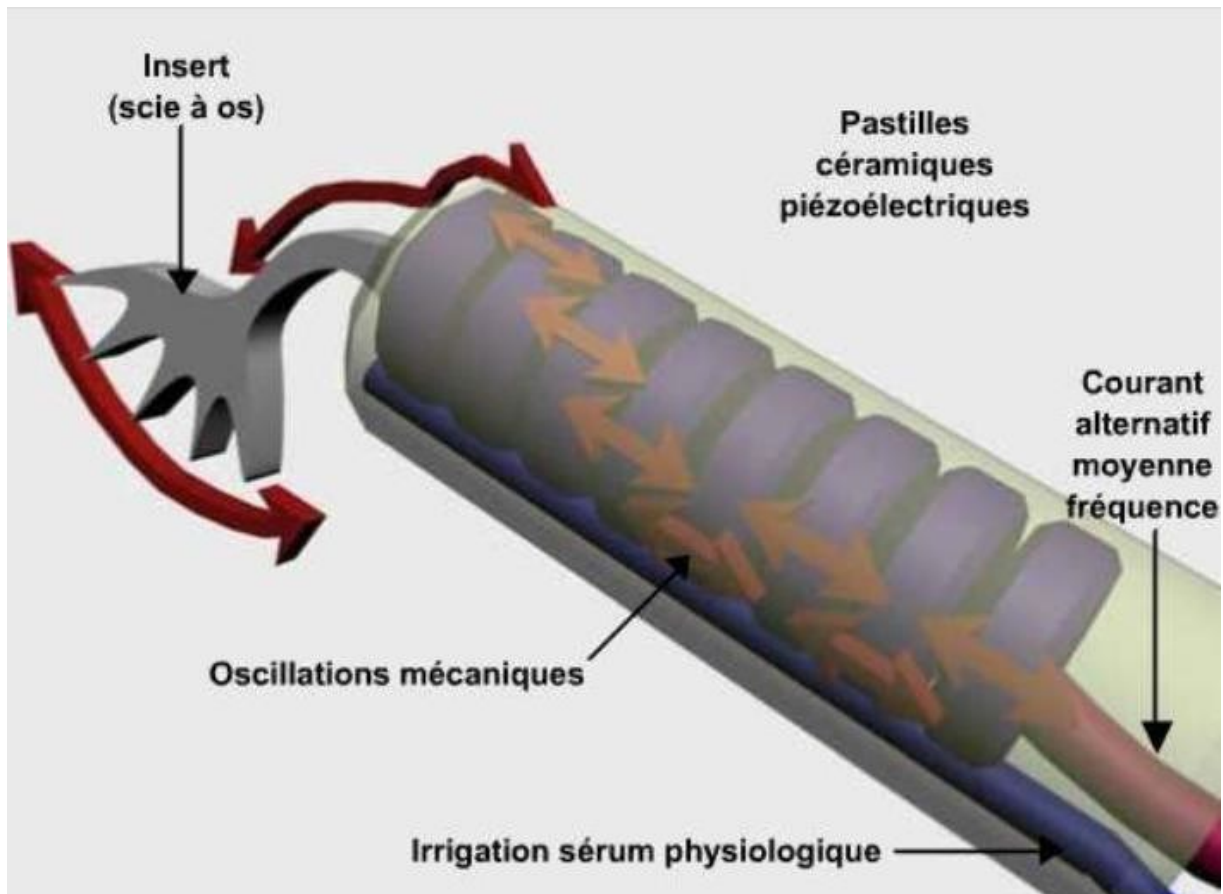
Le bistouri ultrasonore (23)
